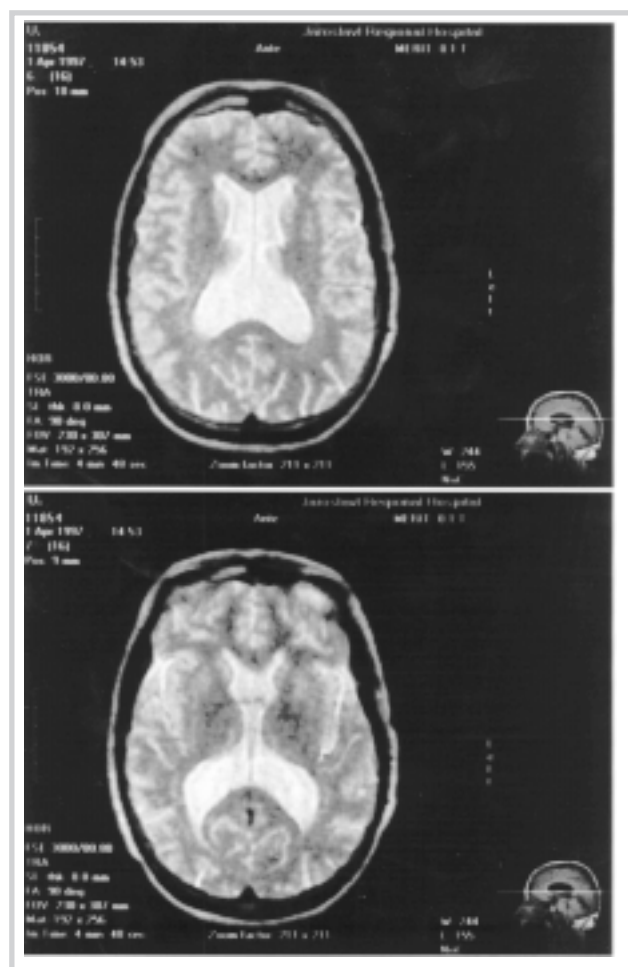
Магнитно-резонансная томограмма головного мозга больной ССД: расширение желудочковой системы.
